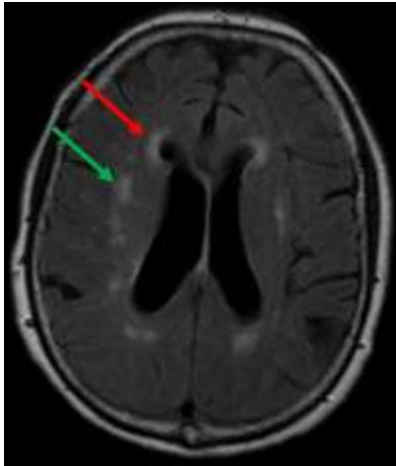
Image de séquence FLAIR mettant en évidence les altérations structurales de la matière blanche. Ces altérations apparaissent ainsi en hypersignal au niveau périventriculaire (flèches rouges) ou du parenchyme profond (flèche verte). Source : protocole STROKDEM, Pr Régis Bordet. Vue radiologique.
